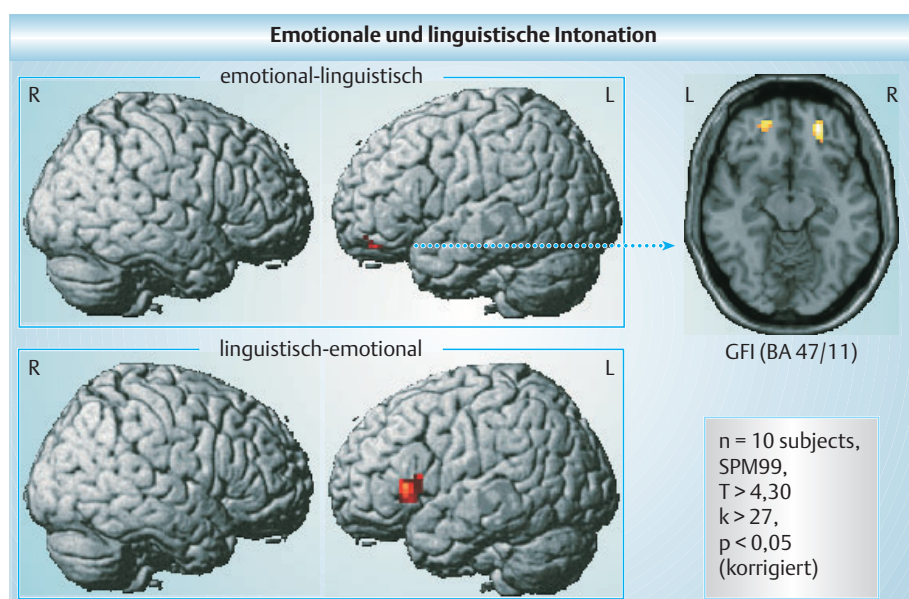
Hämodynamische Reaktionen (funktionelle Kernspintomographie) unter einer Aufgabe der Beurteilung affektiv-prosodischer Qualitäten (oben) bzw. der Evaluation linguistischer Prosodie (unten): In getrennten Durchgängen hatten die Probanden an paarweise dargebotenen Sätzen, die in der Position des Tonhöhenmaximums und/oder im Umfang der Tonhöhenbewegung systematisch variierten (vgl. Legende zu Abb. 2), zu entscheiden, welcher der beiden Sätze emotional lebhafter wirkt oder ob der Fokus auf dem ersten oder dem zweiten Substantiv liegt. Dargestellt sind die Kontraste der Aktivierungsmuster (vgl. [66]). GFI = Gyrus frontalis inferior.
